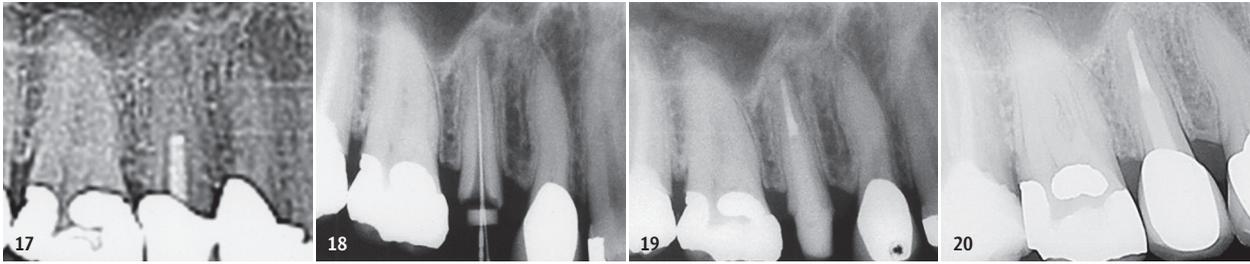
Anfangsbefund Zahn 15 (Ausschnitt aus digitalem Röntgenbild) mit unvollständiger, infizierter WF und apikaler Parodontitis, Single-visit-Behandlung (zwei Kanäle) im Oktober 2012, erste Röntgenkontrolle nach 13 Monaten: vollständige Ausheilung.
